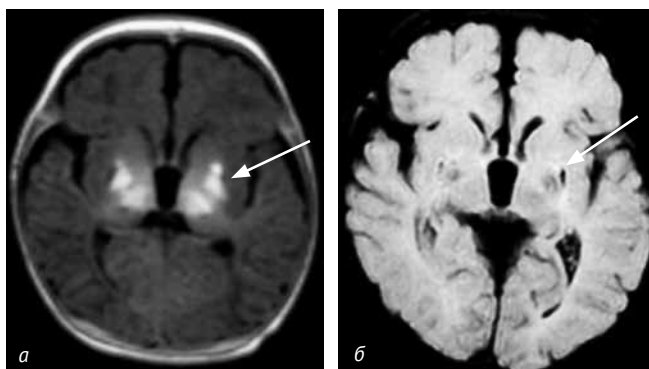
Пациент С. МРТ головного мозга в возрасте 6 недель (контрольная группа): T1 ВИ (а) и Flair (б). Определяются гиперинтенсивные МР-сигналы от вендролатеральных ядер зрительного бугра и лентиформных ядер (а). Прослеживаются сформировавшиеся кисты, расположенные в области скорлупы с обеих сторон (б)
